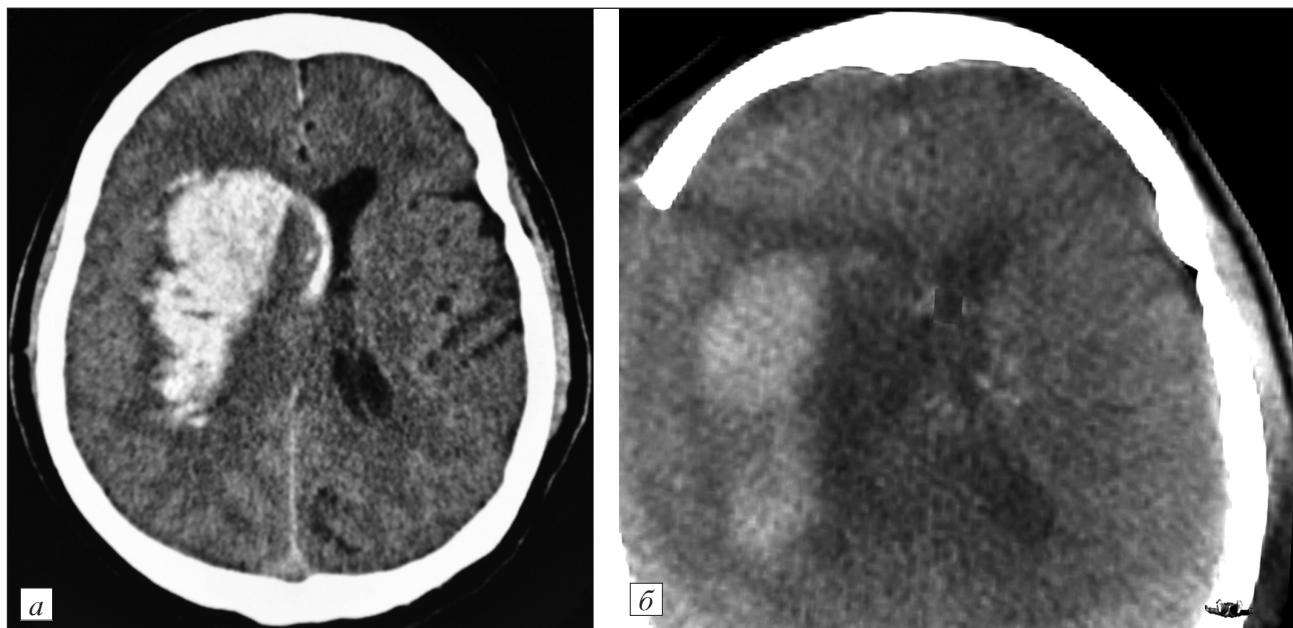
КТ пациента Б., 52 года. Диагноз: внутримозговая гематома правой височной доли.
